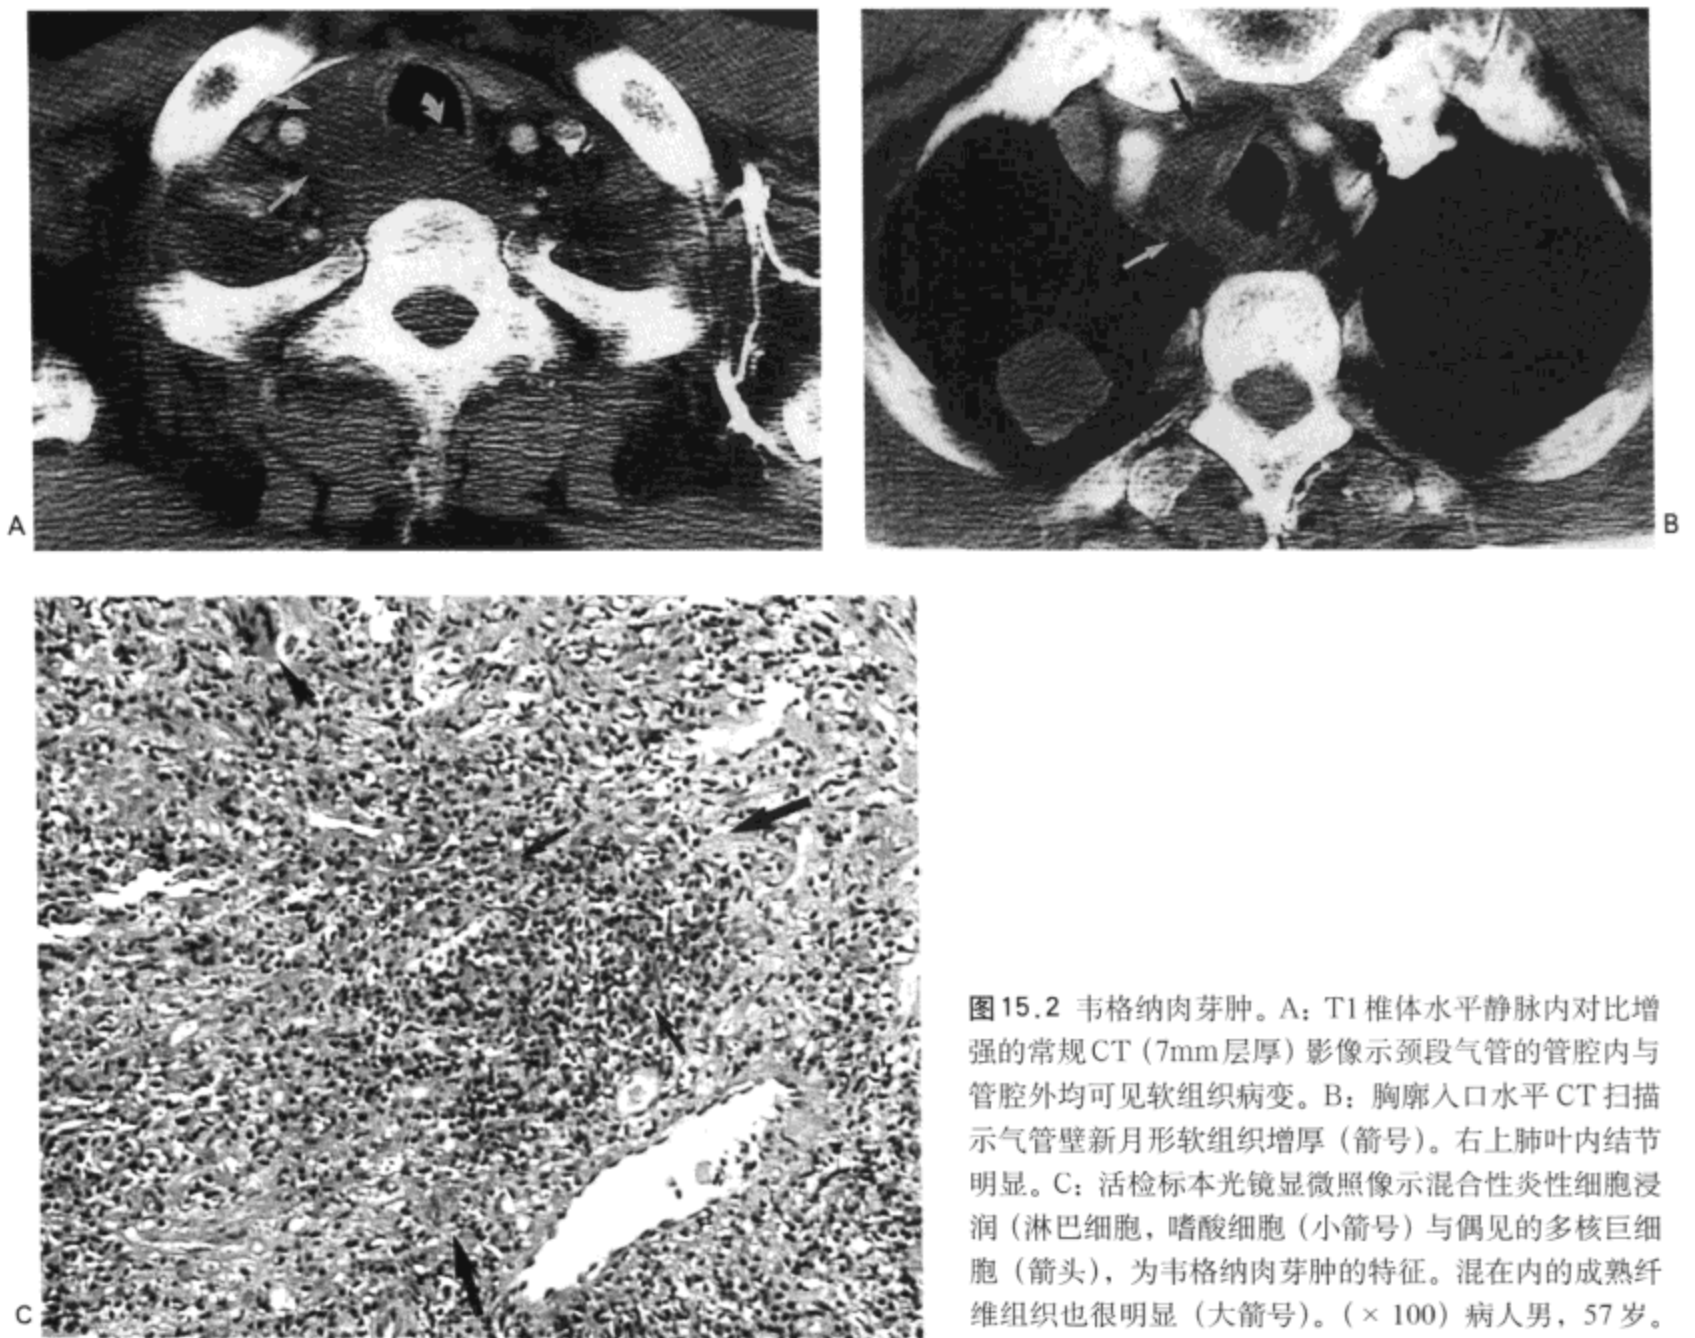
韦格纳肉芽肿。A: T1椎体水平静脉内对比增强的常规CT (7mm层厚) 影像示颈段气管的管腔内与管腔外均可见软组织病变。B: 胸廓入口水平CT扫描示气管壁新月形软组织增厚(箭号)。右上肺叶内结节明显。C: 活检标本光镜显微照像示混合性炎性细胞浸润(淋巴细胞, 嗜酸细胞(小箭号)与偶见的多核巨细胞(箭头), 为韦格纳肉芽肿的特征。混在內的成熟纤维组织也很明显(大箭号)。(×100) 病人男, 57岁。
